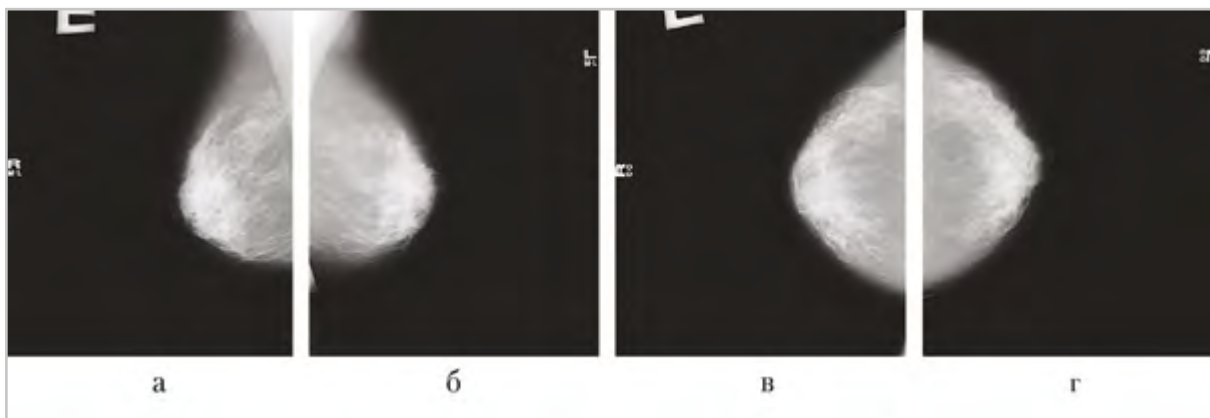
Обзорные маммограммы обеих молочных желез пациентки 3., 46 лет: *а, в* — маммограммы правой молочной железы в 2 стандартных проекциях; *б, г* — маммограммы левой молочной железы в косой и прямой проекциях; плотность ткани молочных желез характеризуется как ACR BI-RADS B; рентгенологические снимки молочных желез выполнены с нарушением правил маммографических укладок — неполная визуализация органа в виде неадекватного выведения заднего отдела молочных желез и переходных складок. Маммограмма левой молочной железы в косой проекции (*б*) выполнена в условиях динамической нерезкости: отмечается нечеткость визуализации структурных элементов молочной железы, не позволяющая объективно оценить наличие или отсутствие как узловых, так и архитектурных изменений
